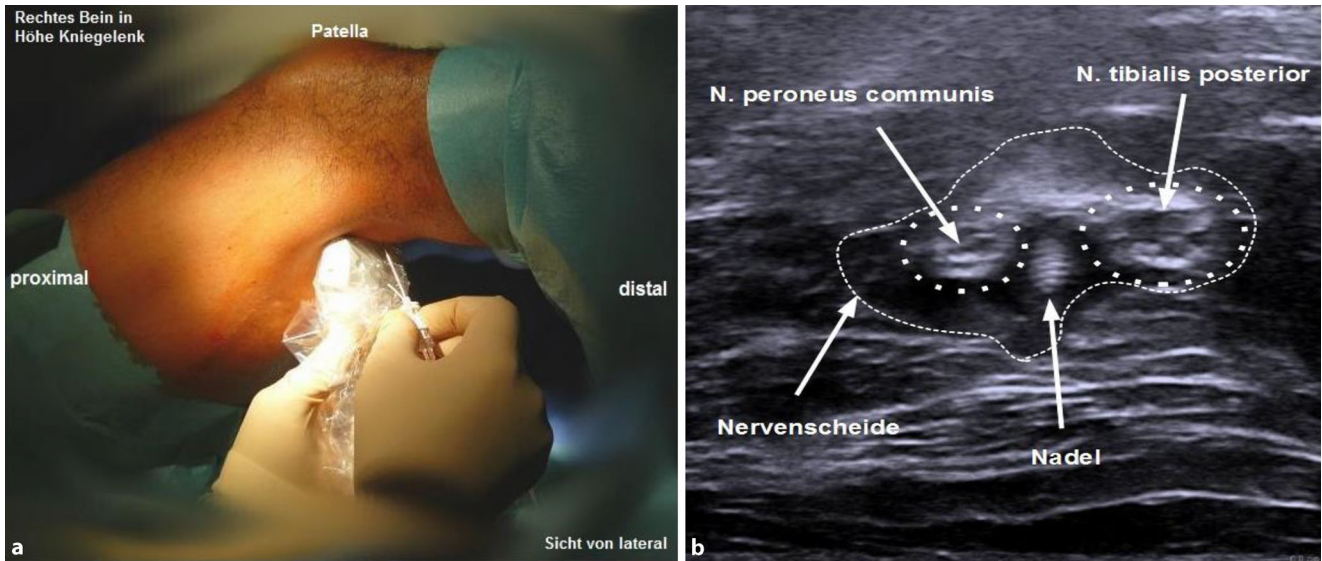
▲ a Punktionssetting distal out-of-plane. b Sonografisches Bild distal der Bifurkation
